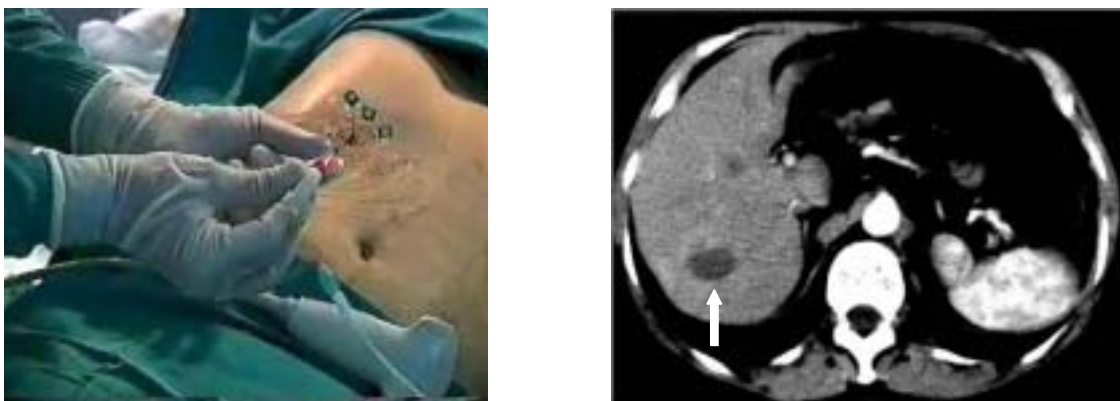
a, b. Ablazione Laser Percutanea (PLA) di epatocarcinoma: a) inserzione delle sottili fibre laser (300 nm) all'interno di 4 aghi di Chiba (21G) la cui punta è stata diretta, sotto guida ecografica, all'interno del nodulo tumorale; b) TC con mezzo di contrasto del fegato, fase arteriosa precoce, a 30 giorni dalla PLA: area ipodensa ovalare (freccia) corrispondente a necrosi completa del nodulo trattato.
